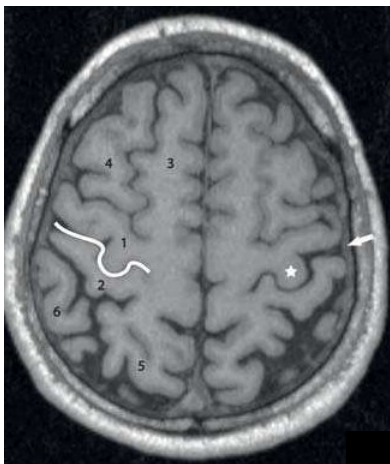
MRT des Kopfes mit transversaler Darstellung der Hirnregionen
